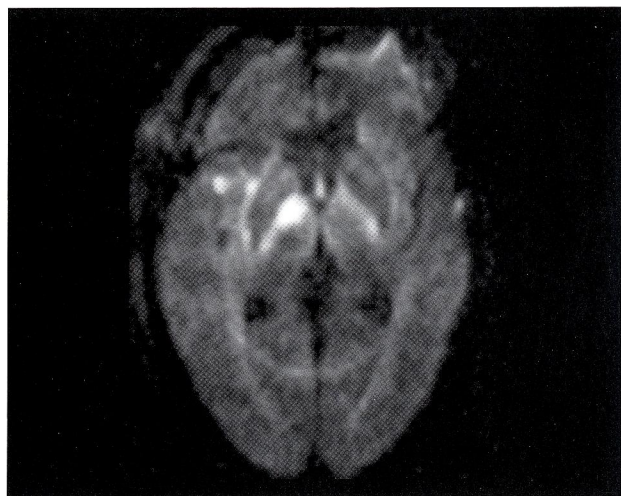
右側術後2日目のMRI (DWI)
